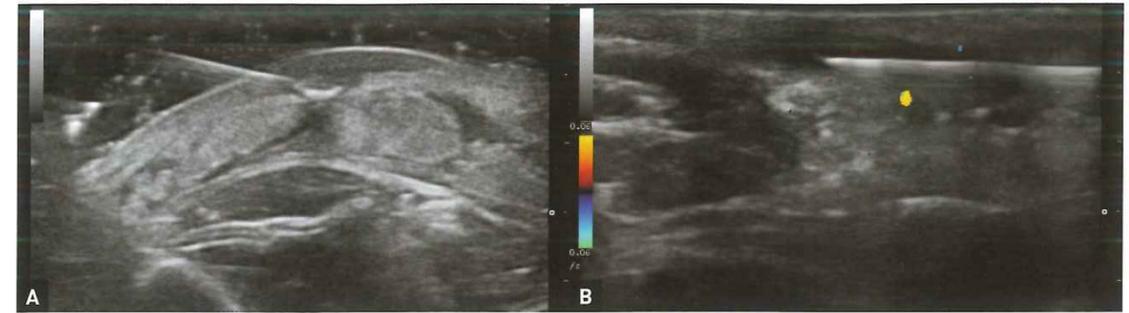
A. Localización de cuerpo extraño hiperecogénico brillante de 2 mm en el tejido celular subcutáneo, marcado con aguja. B. Infiltración de corticoides guiados por ecografía de una fístula en paciente con hidrosadenitis supurativa.
